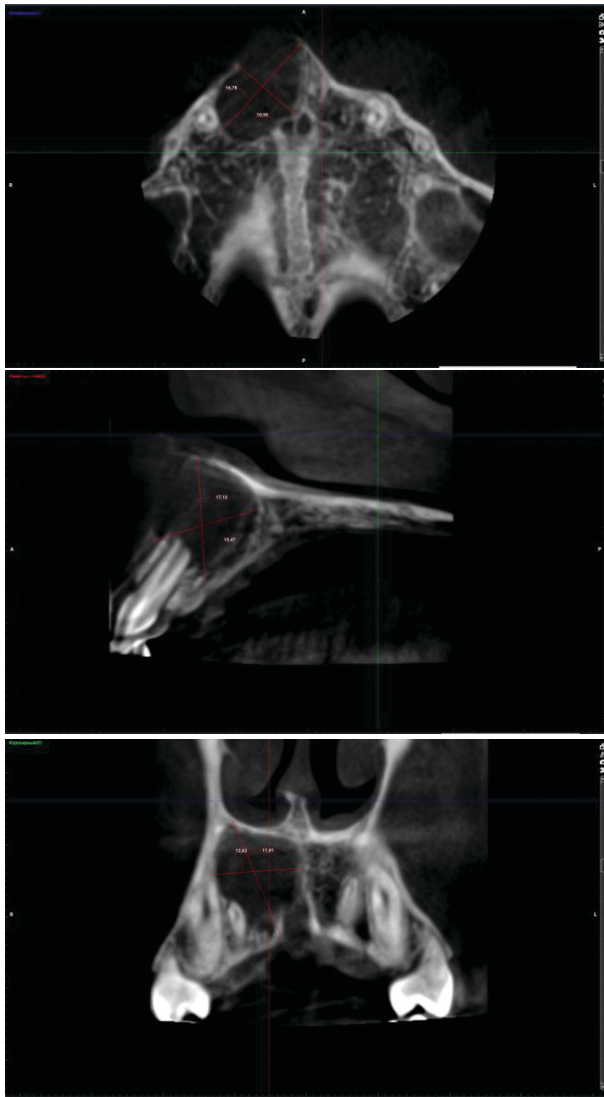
Конусно-лучевая компьютерная томография от 14.07.2018 г.
